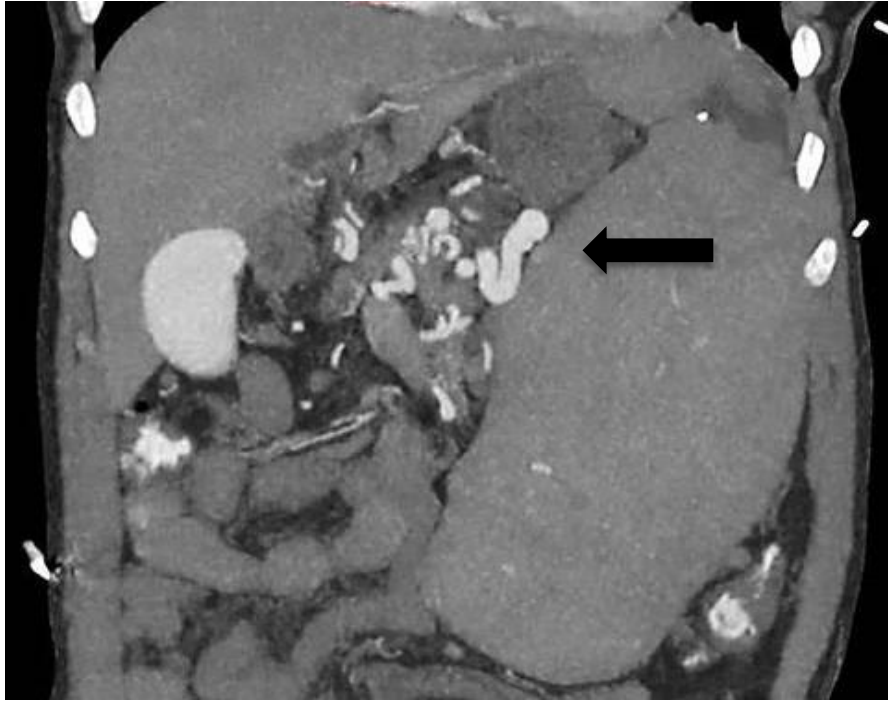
Cavernome porte – TDM injecté coupe coronale
